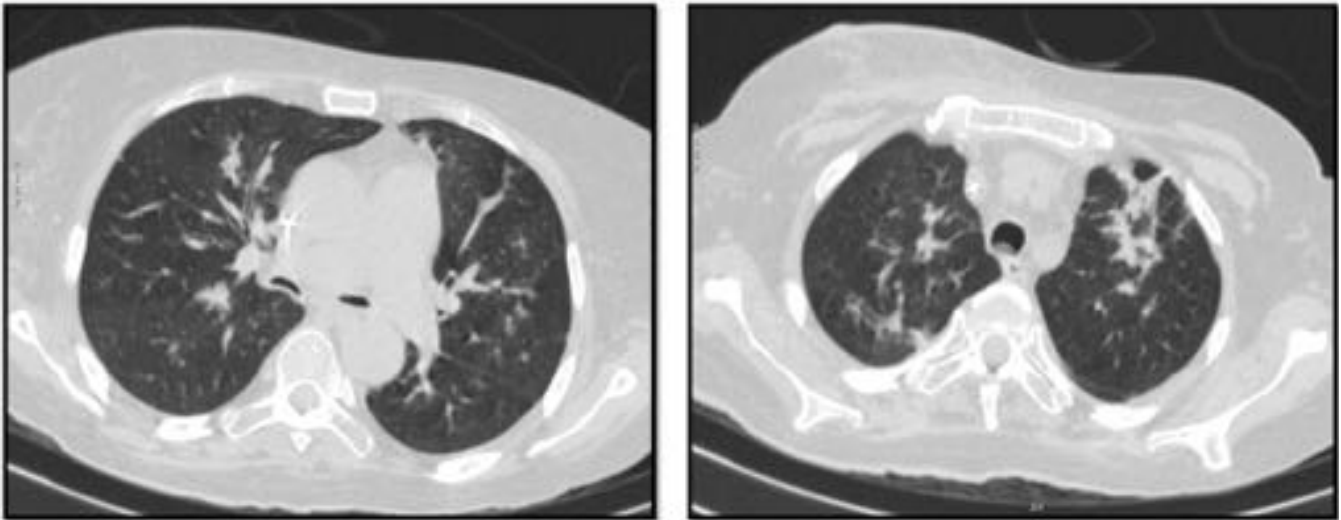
La TC muestra consolidaciones parcheadas peribronquiales en un paciente con trasplante alogénico de células madre y EICH crónica. El paciente respondió bien a los esteroides. Los resultados fueron consistentes con NOC.
